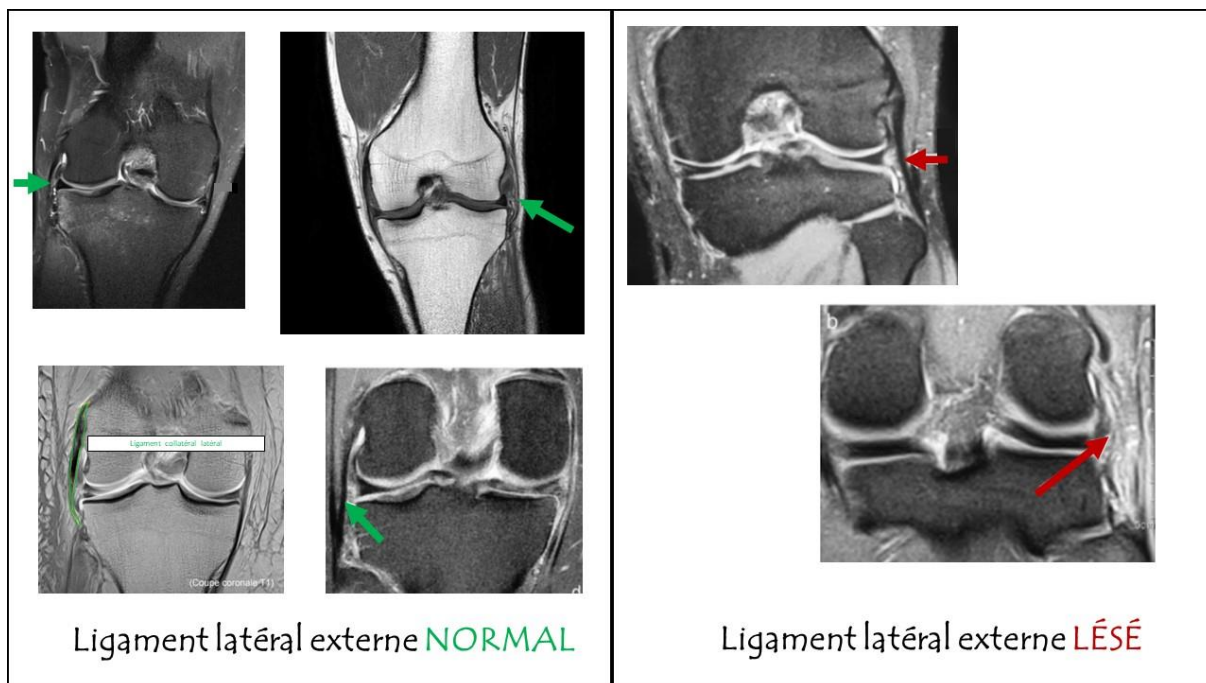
Visualisation du ligament latéral externe lors d'une IRM [194][195]
